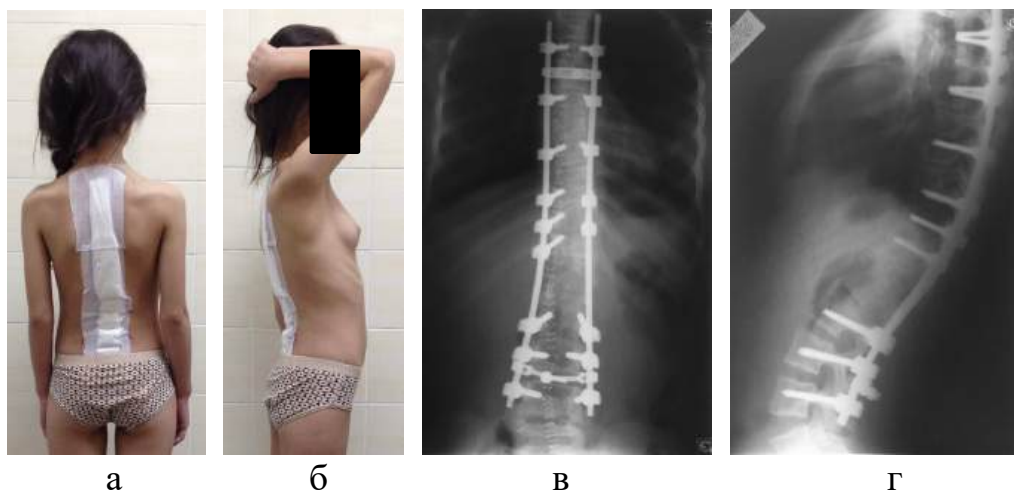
Фотовідбитки зовнішнього вигляду хворої С. (а-б) і рентгенограм у передньо-задній (в) та бічній проекціях (г) після операції
